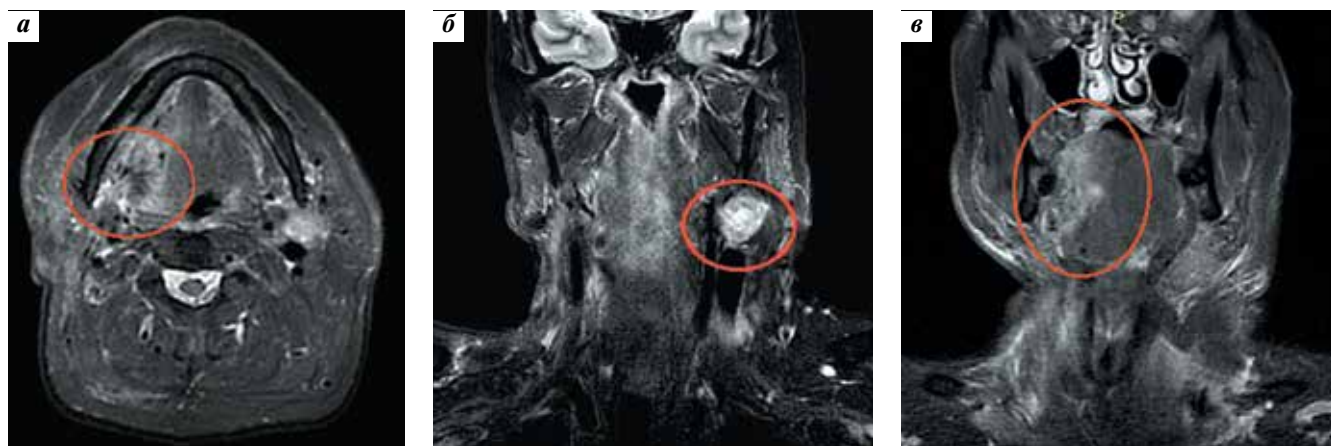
Магнитно-резонансная томография пациента К. (октябрь 2017 г.) в горизонтальной (а) и фронтальной (б, в) плоскостях. Продолжающийся рост опухоли в области корня языка справа, метастазы в лимфатических узлах шеи слева
